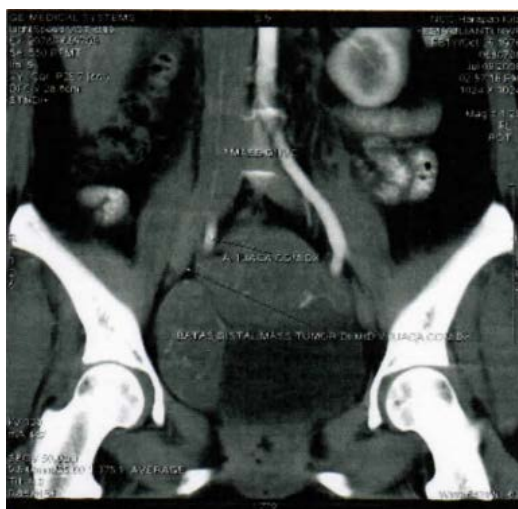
Pemeriksaan CT scan venografi abdomen
